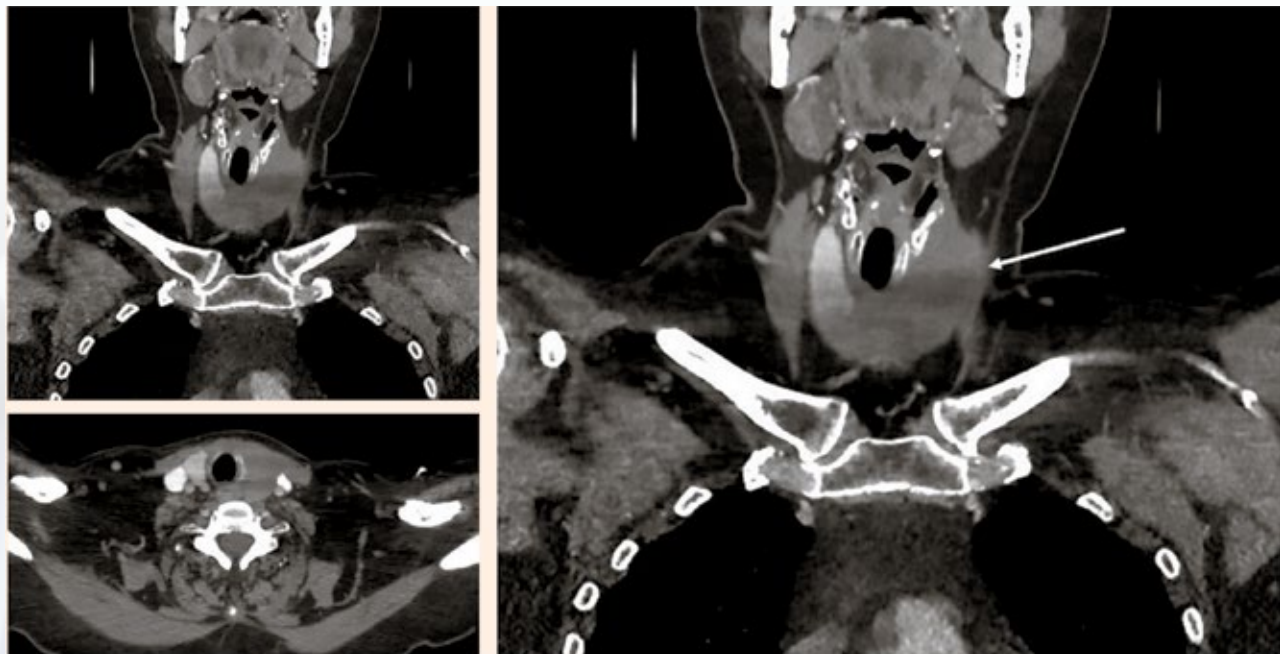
Результаты компьютерной томографии шеи
